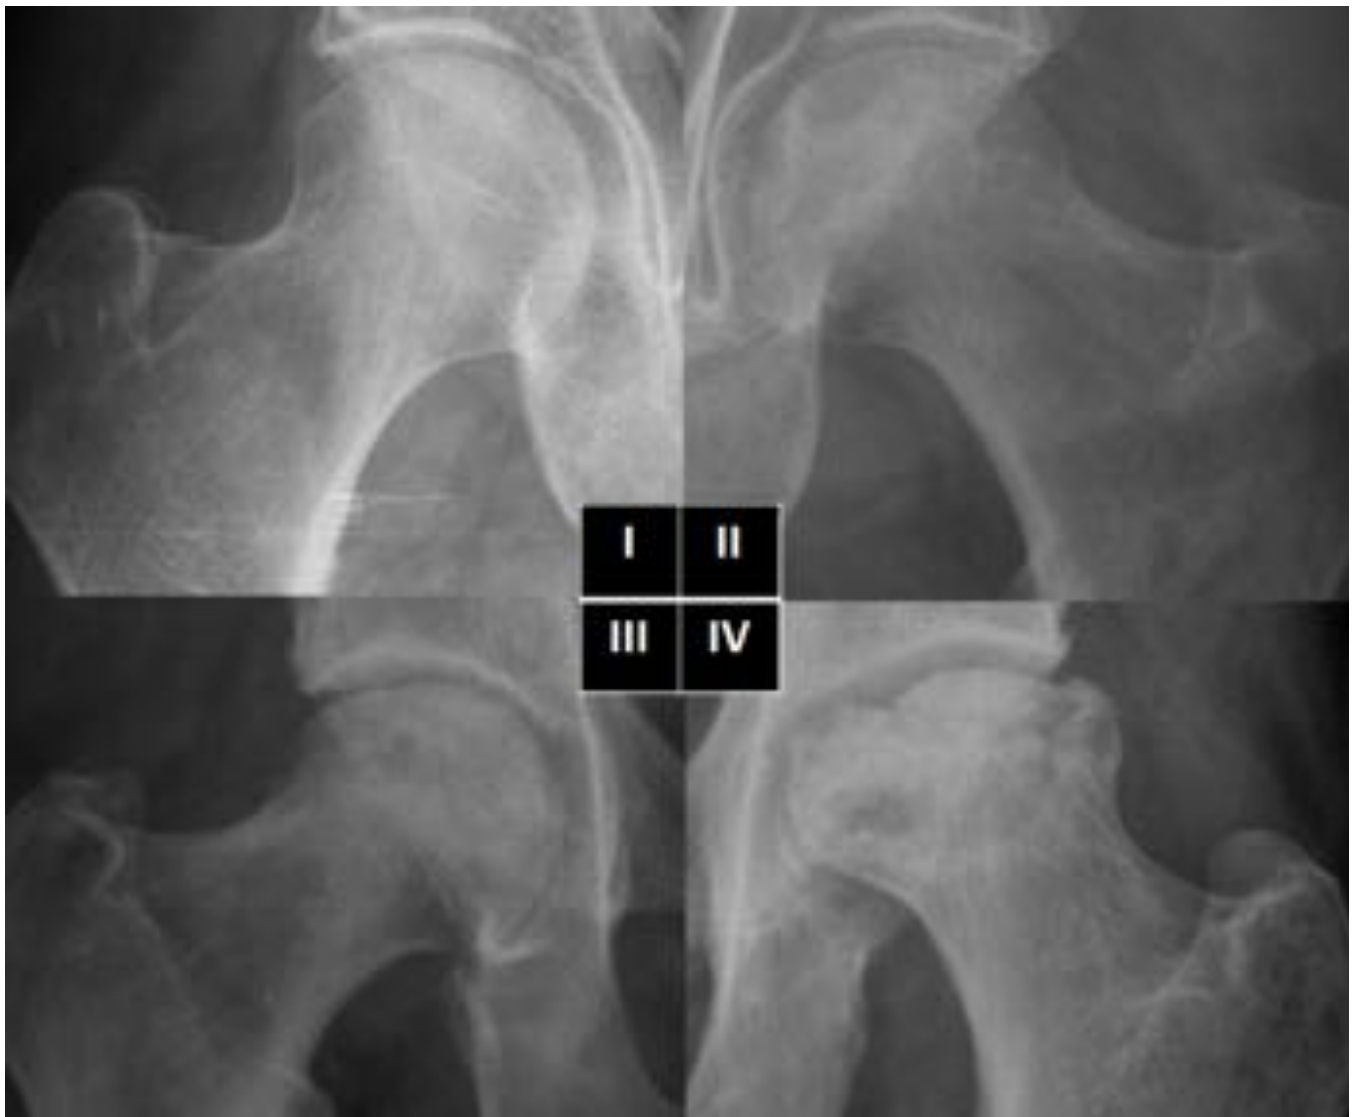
Clasificación radiológica de Arlet y Ficat para la osteonecrosis de la cabeza femoral. Cuatro casos radiografía simple mostrando los distintos estadios. I- normal. II- área focal osteopénica en region subcor cambios escleróticos y discreto colapso cortical IV- completa deformidad de la cabeza femoral, acompañ cambios acetabulares
